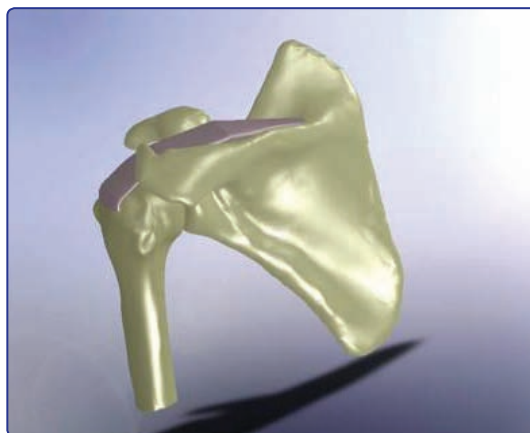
Geometría obtenida mediante resonancia magnética.
